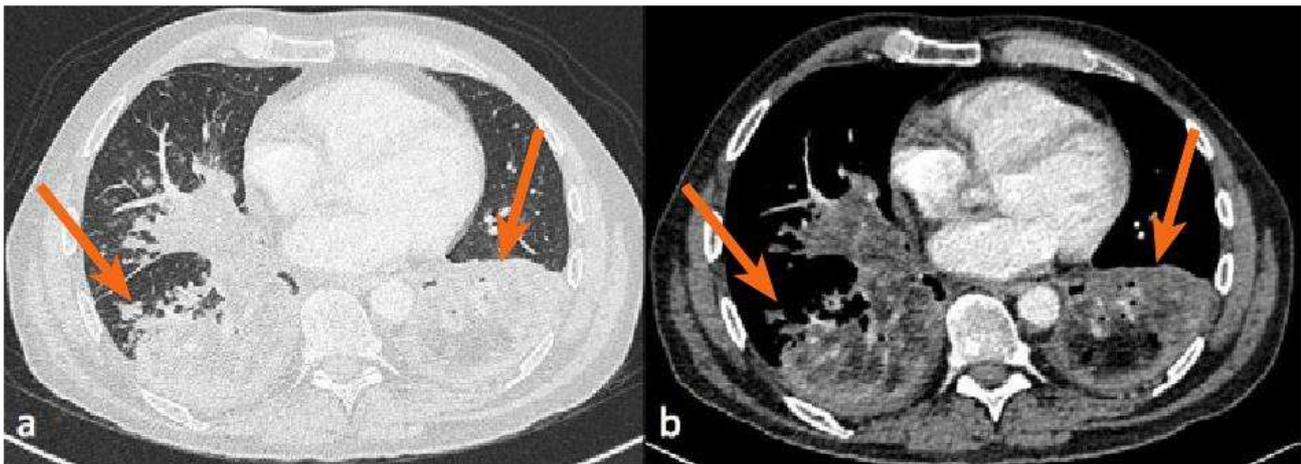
Tomografía computada de tórax en ventana pulmonar (a) y ventana mediastínica (b) que confirma la presencia de extensos focos de condensación bibasales (flechas) y con compromiso del lóbulo medio (cabeza de flecha).
